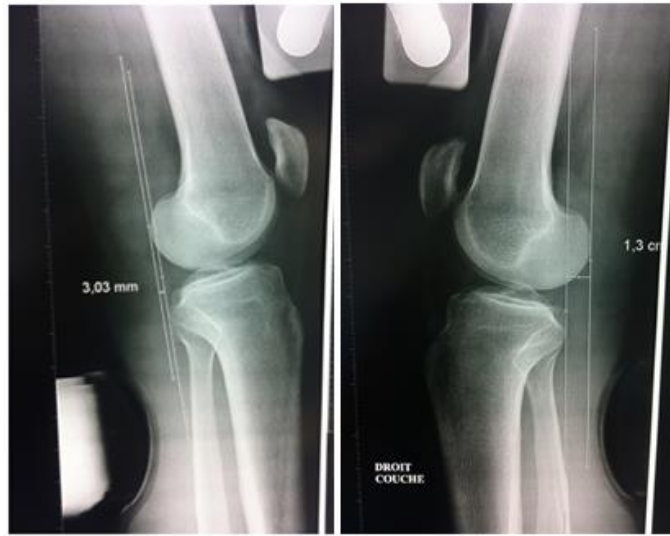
laximétrie radiographique
